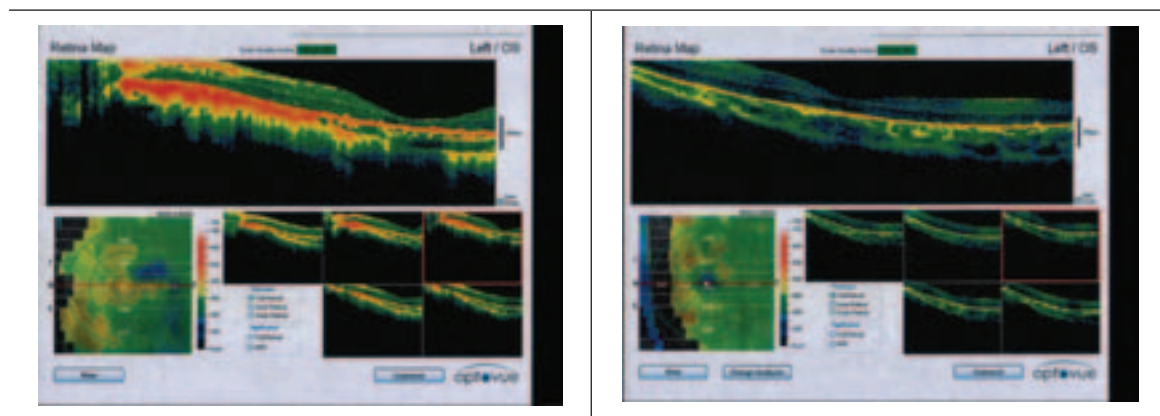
(B). Tomografía óptica de coherencia, ojo izquierdo
